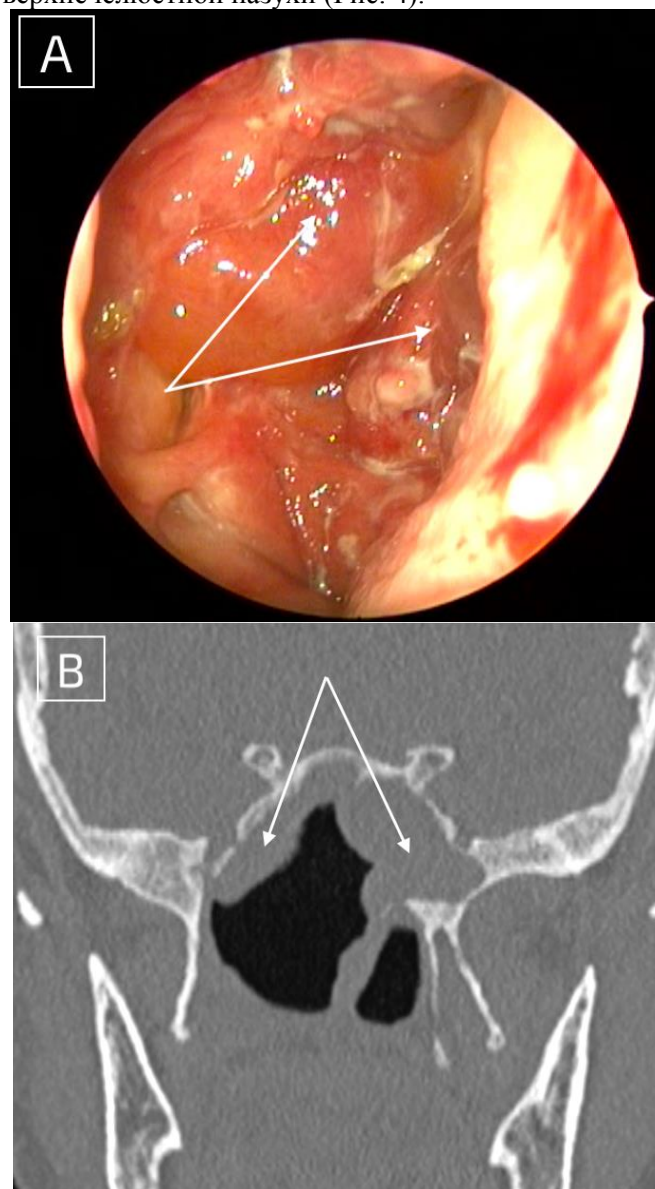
Эндоскопия и КТ ОНП через 4 недели после хирургического вмешательства и антимикотической терапии. А) эндоскопия правой половины носа, визуализируется выраженный отек задней стенки клиновидных пазух (стрелки). В) корональный срез КТ на уровне клиновидных пазух, стрелка указывают на выраженное утолщение слизистой оболочки.
